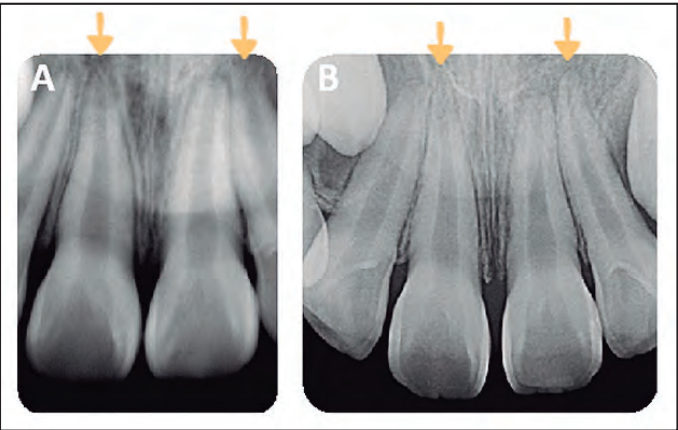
A. Radiografía Periapical de Noviembre del 2017 y B. Radiografía Periapical de Abril del 2018, se evidencia como piezas dentarias vecinas han continuado su formación radicular (flechas amarillas), pero pieza 2.1 se encuentra con detención en su formación radicular y presencia de radiolucidez apical.
